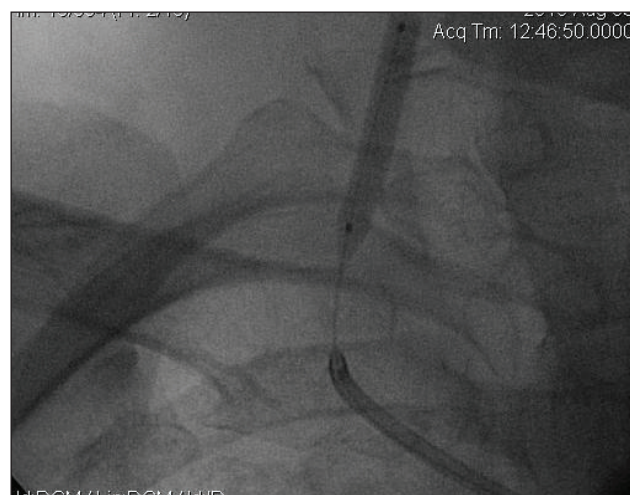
Рентгеноконтрастна ангіографія хворої Д. Роздування балона в просвіті правої ХА
